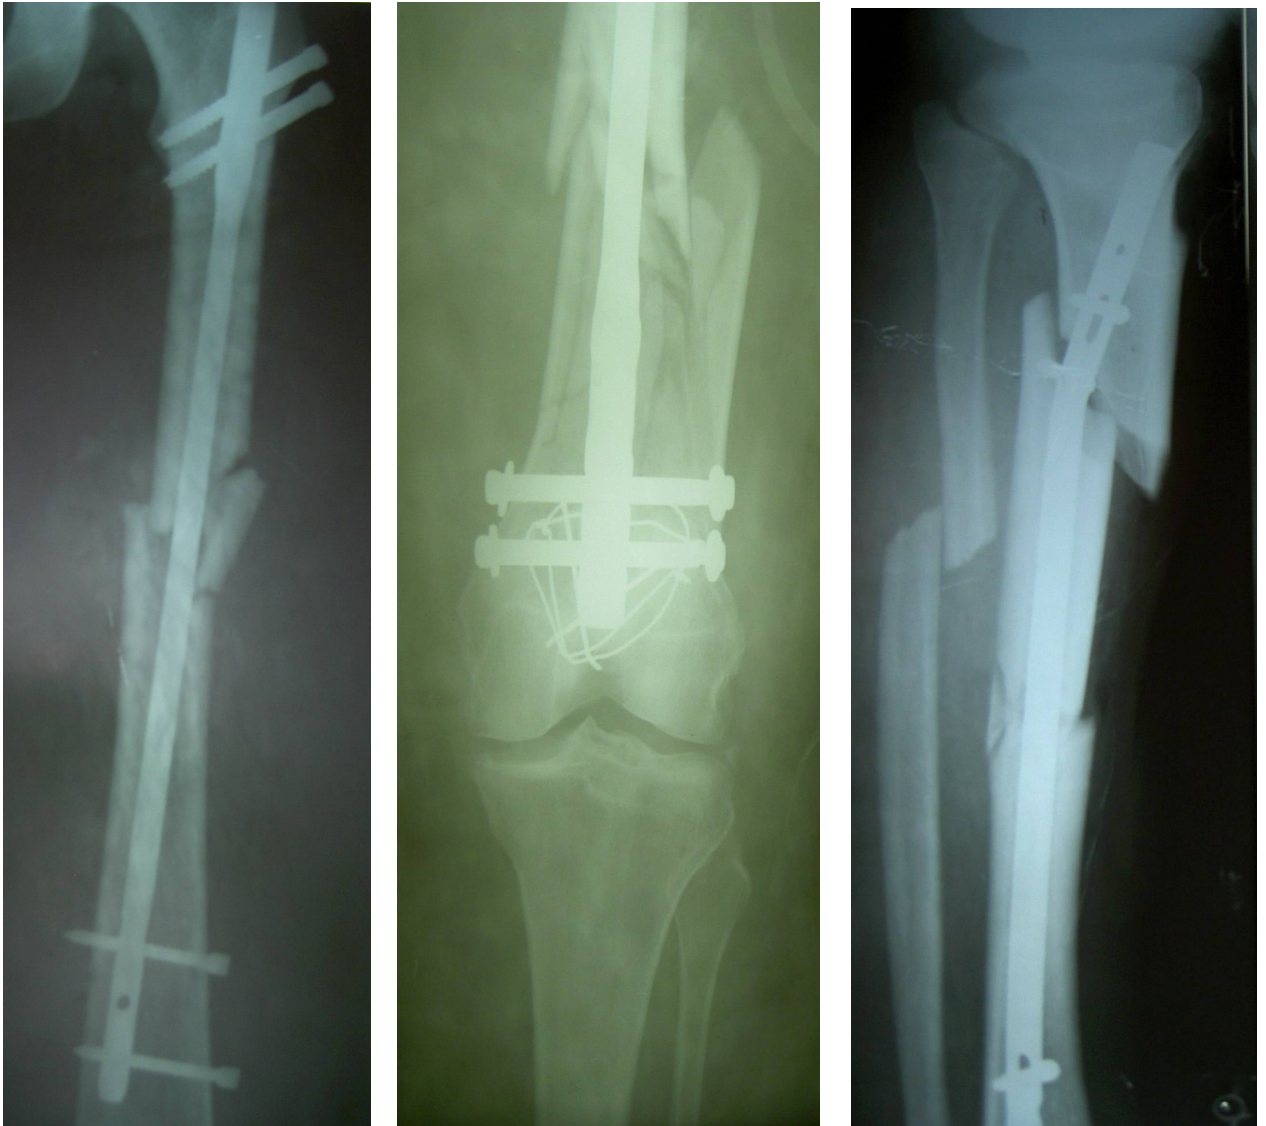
Фотовідбитки рентгенограм з неусуненим зміщенням кісткових фрагментів за довжиною («ефект телескопування»)
